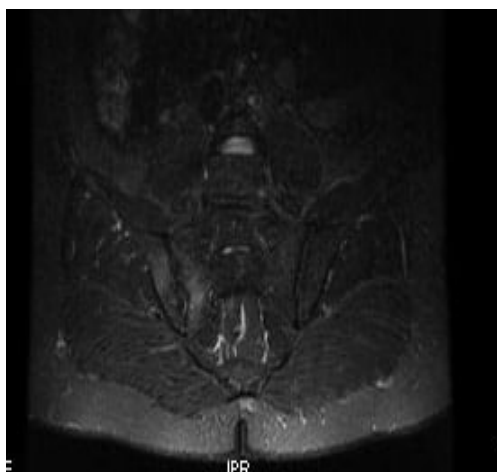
RMN a articulațiilor sacroiliace (sacroileita bilaterală cronică)
